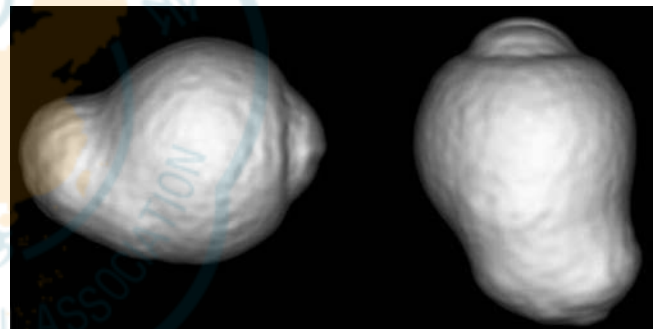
眼球后巩膜葡萄肿的三维 MRI 从侧面(左)和下方(右)观察的图像中可以看到后节一部分清晰的外突
